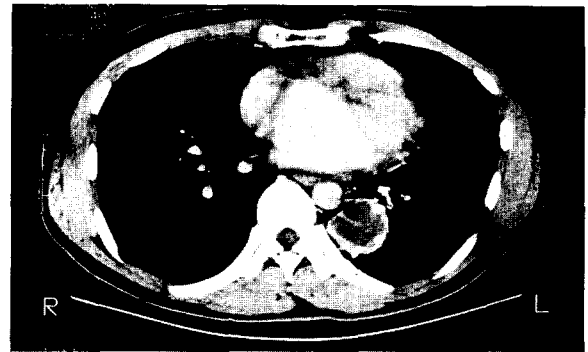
Chest CT shows mass in the posterior portion of the heart.
